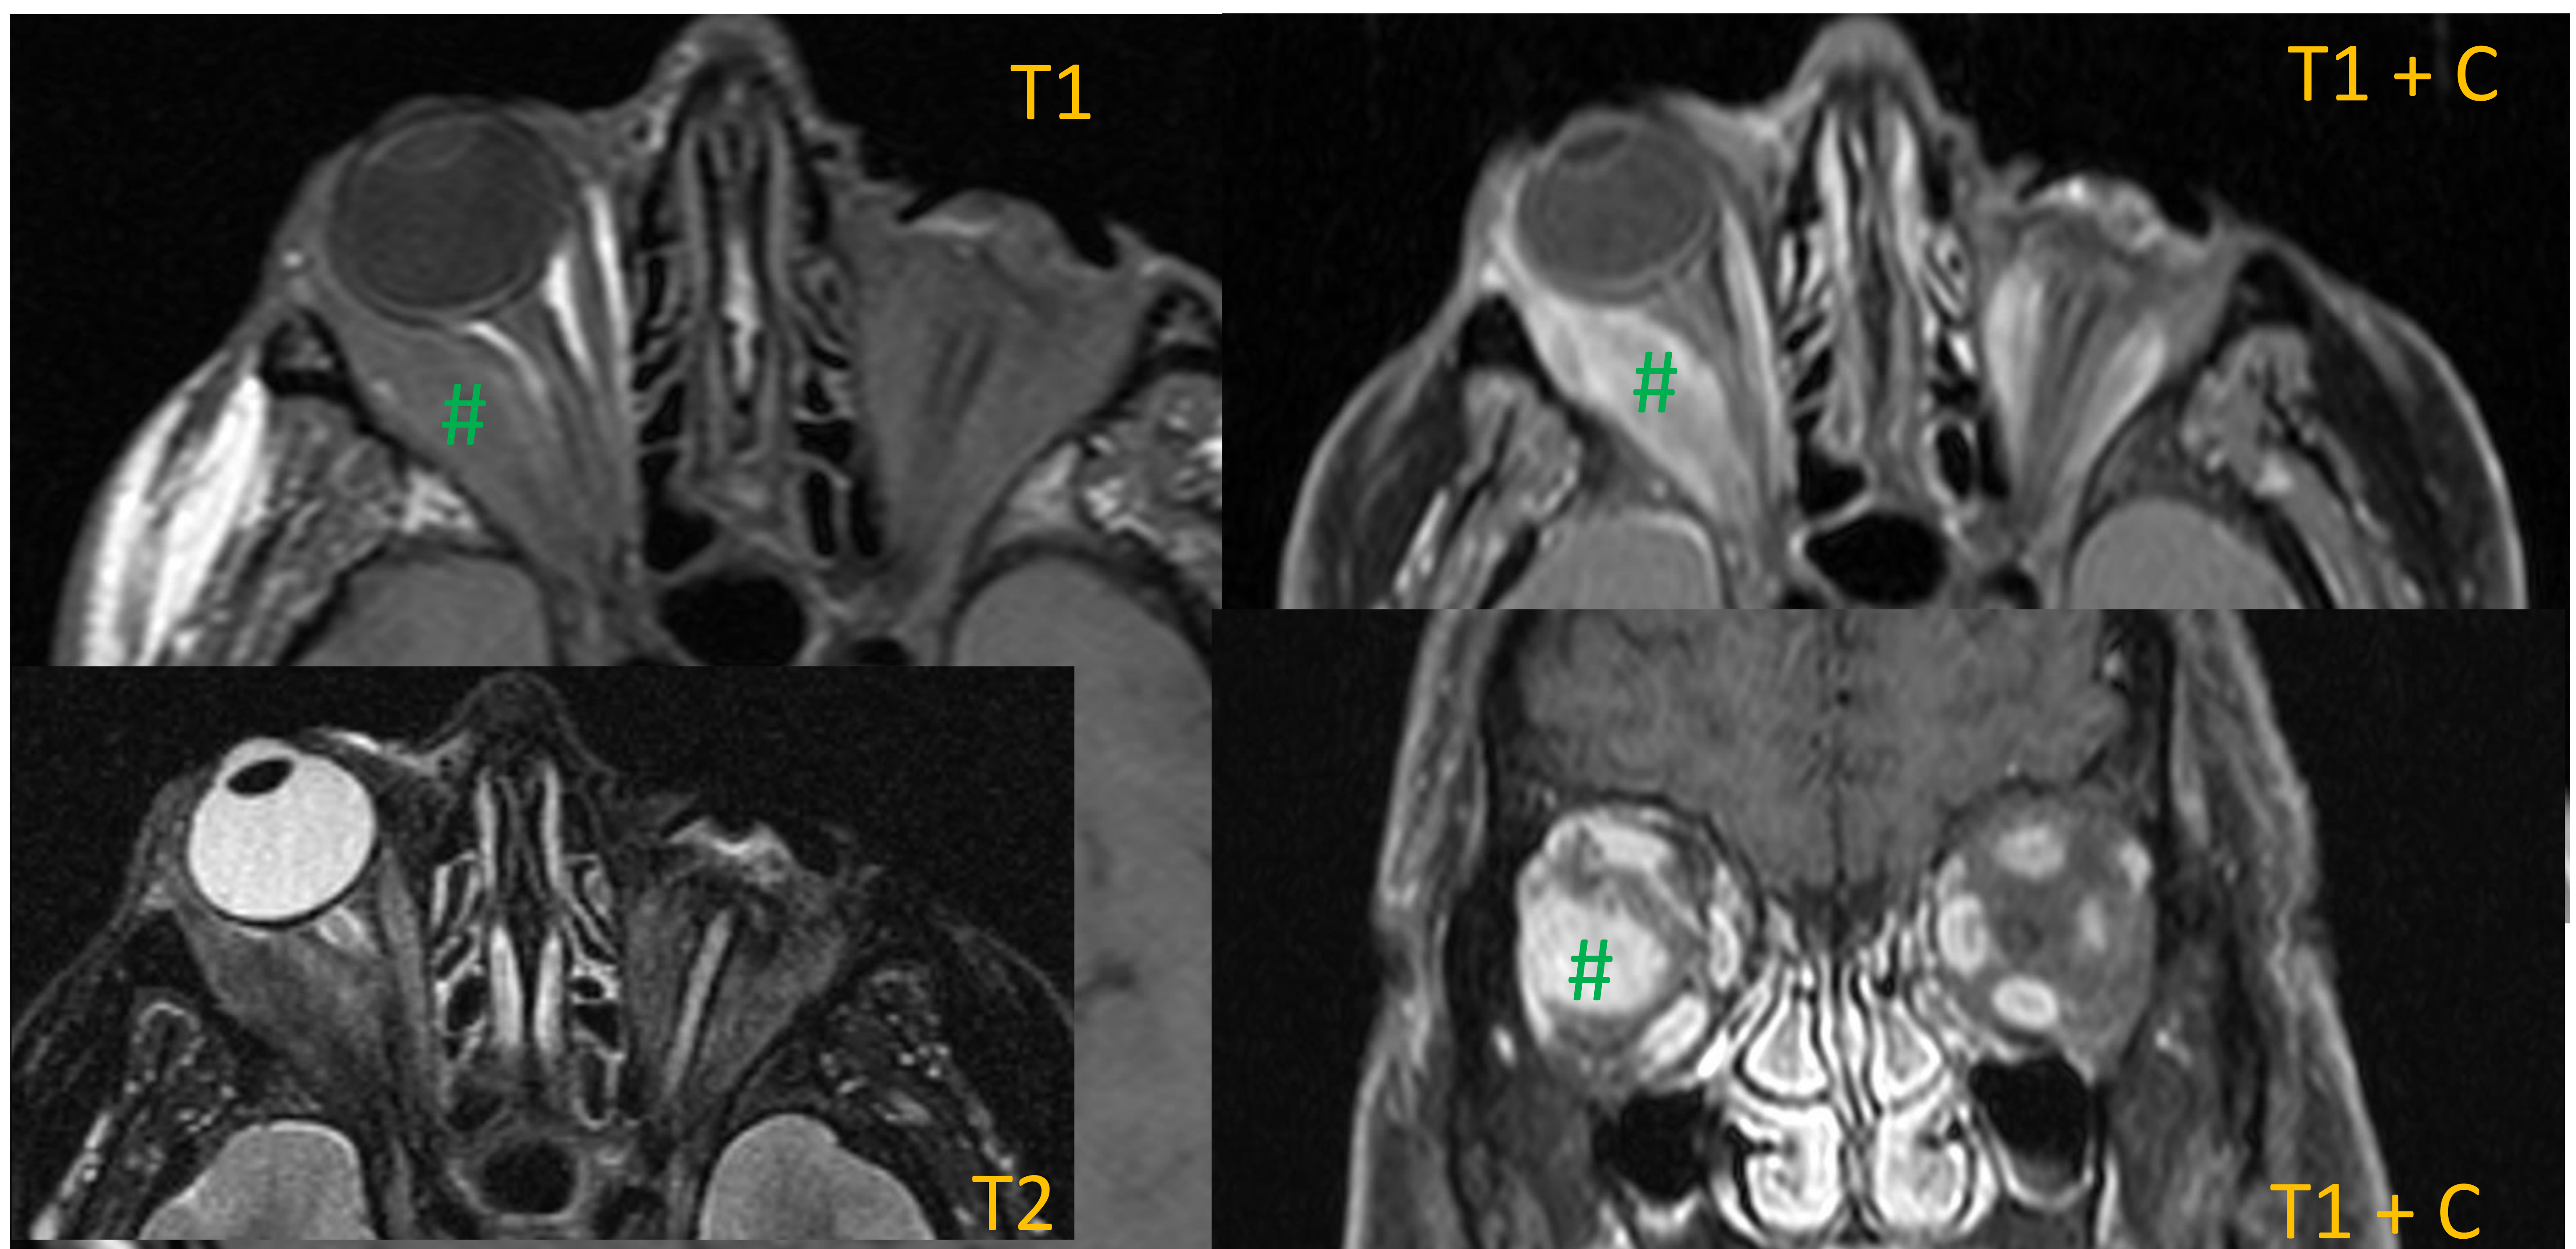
RM orbitaria del mismo paciente con secuencias potenciadas en T1 y T2. Se añaden secuencias en T1FS tras la administración de contraste ev. Enucleación del ojo izquierdo (no se dispone de AP). Aumento de partes blandas de márgenes mal delimitados e importante engrosamiento del músculo recto externo derecho (#), incluyendo su inserción tendinosa. Presenta un importante realce con el contraste ev. Los hallazgos son compatibles con un pseudotumor inflamatorio que afecta a ambas órbitas, de forma más aguda en la derecha.
